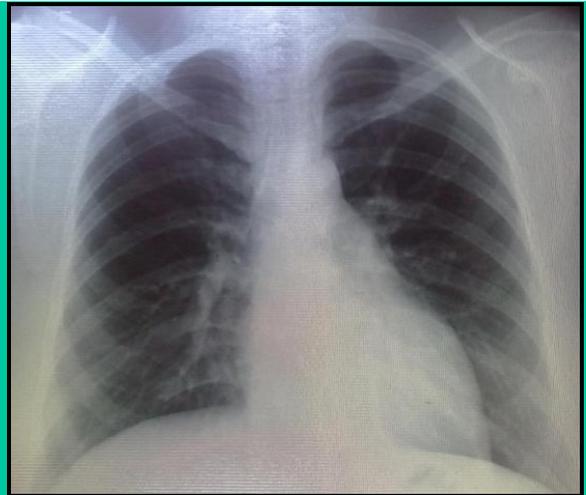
Radiografía estándar de tórax. Control radiológico postoperatorio normal.
